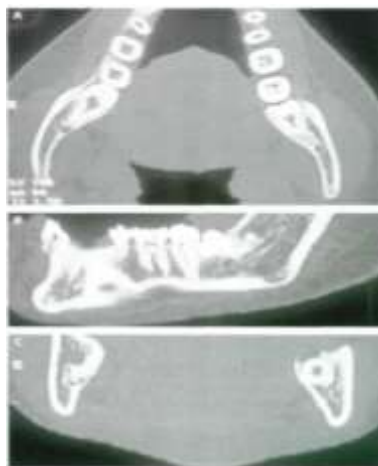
Estudio mediante TC en un paciente con cordales inferiores incluidos A) Corte axial B) Corte sagital. C) Corte coronal. (10)
